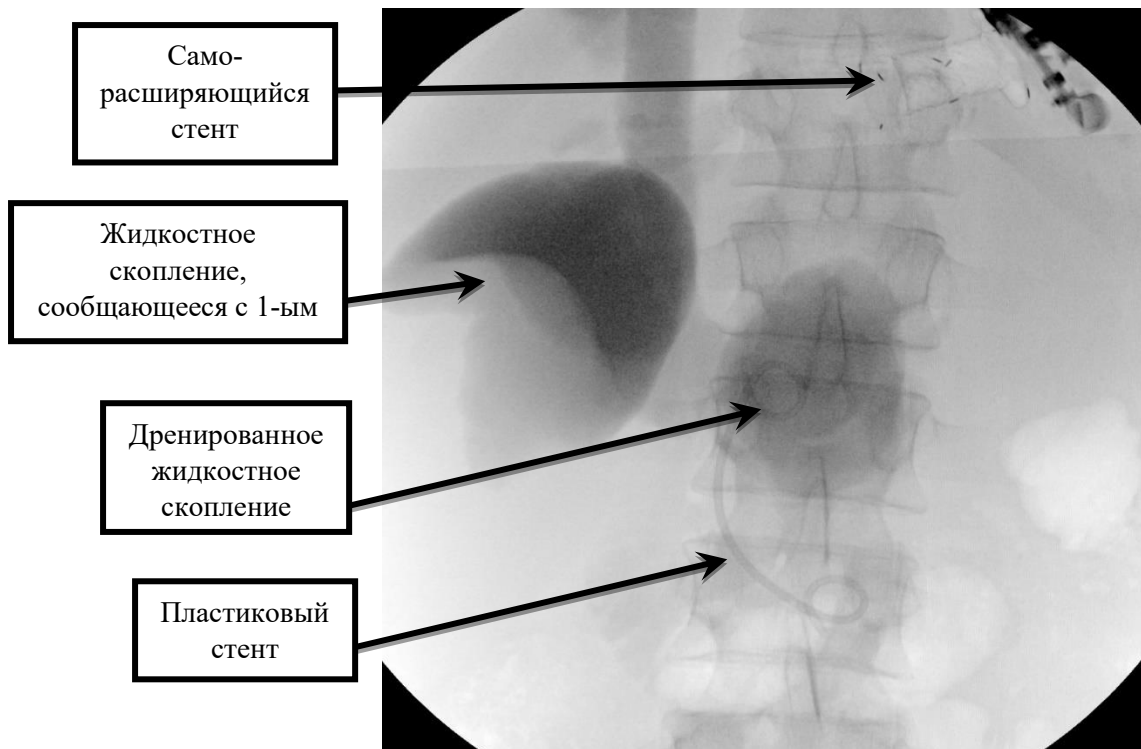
Рентгенограмма. Пластиковый стент в просвете псевдокисты в проекции головки ПЖ, сообщающейся с двумя ограниченными жидкостными скоплениями в брюшной полости
